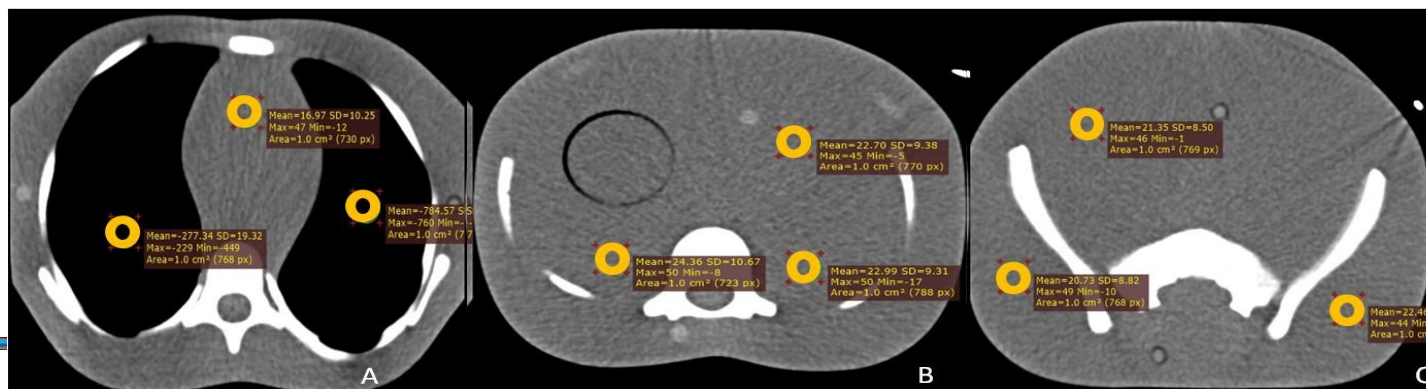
Localização das ROI's para análise objetiva da qualidade da imagem na TC-TAP
